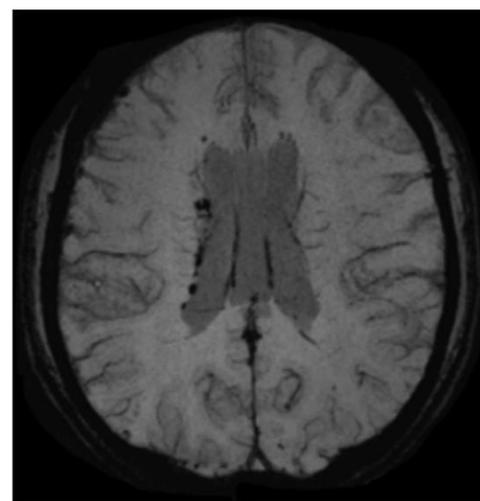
Пациент Е., 18 лет, сотрясение головного мозга, спортивная травма. МРТ-картина через 3 дня после травмы. Клиническая картина представлена явлениями астении, вегетативной лабильностью, головной болью. SWI изображение. Видны отдельные очаги микрогеморрагий, расположенные паравентрикулярно правому боковому желудочку.
